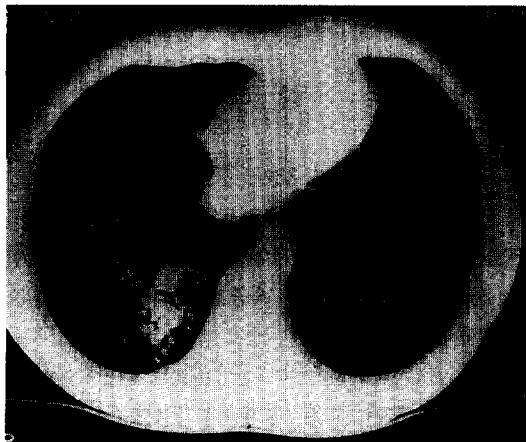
Chest CT scan shows tubular bronchiectasis with mucoid impaction in posterior basal segment of right lower lobe.
